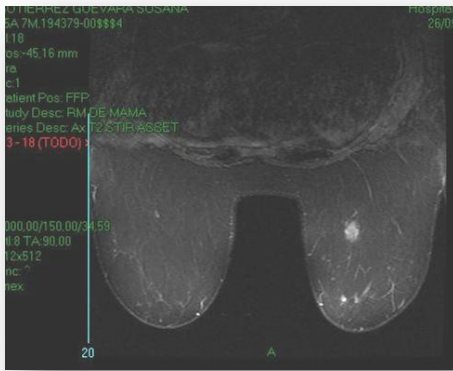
IMAGEN CON HALLAZGOS MALIGNOS POR RESONANCIA MAGNETICA
